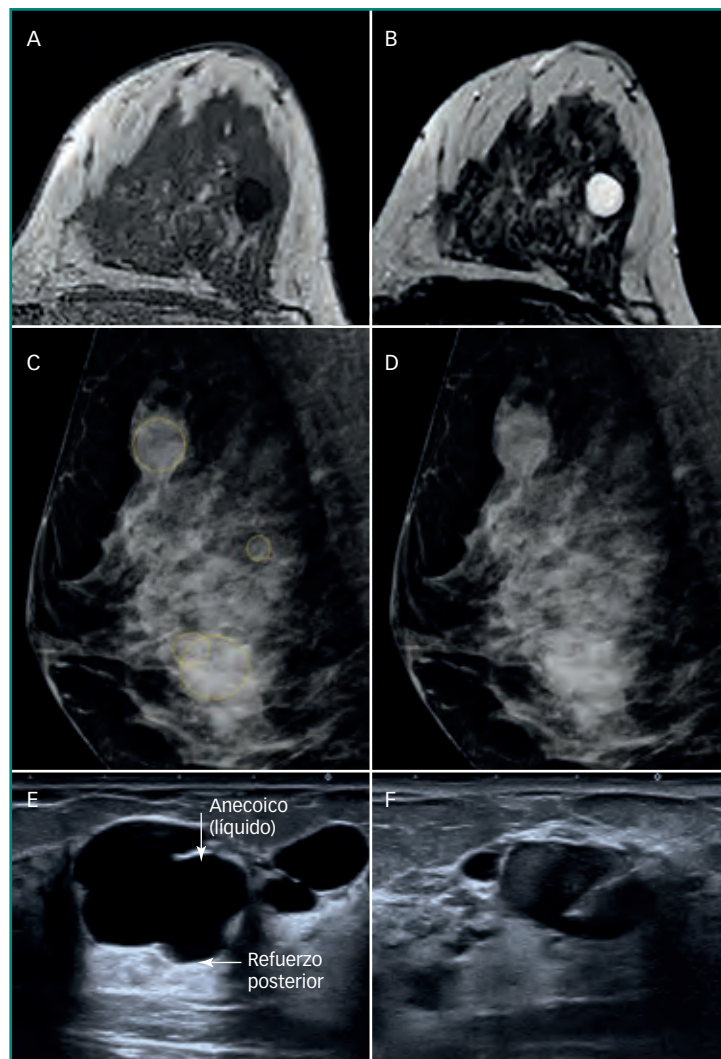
Quistes. A: RM T1; B: RM T2 de la mama izquierda; C y D: mamografía OML; E: ecografía mama derecha; F: aspiración de quiste con aguja fina.
